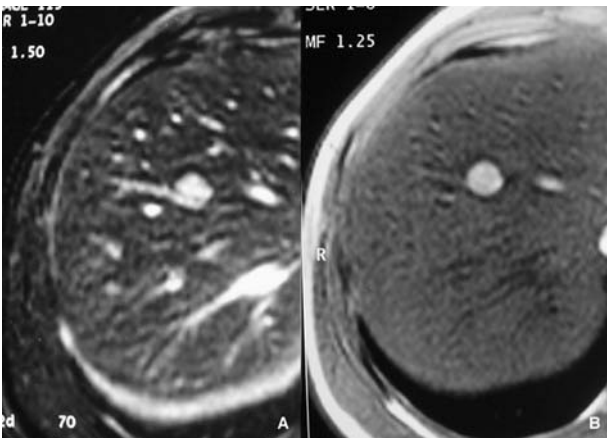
Surcharge en fer en IRM : aspect selon l'étiologie. A. Hémochromatose génétique avec surcharge majeure s'accompagnant d'une cirrhose et d'une surcharge pancréatique. La rate est normale. B. Hémosidérose sur hémopathie après nombreuses transfusions entraînant un hyposignal splénique associé.
